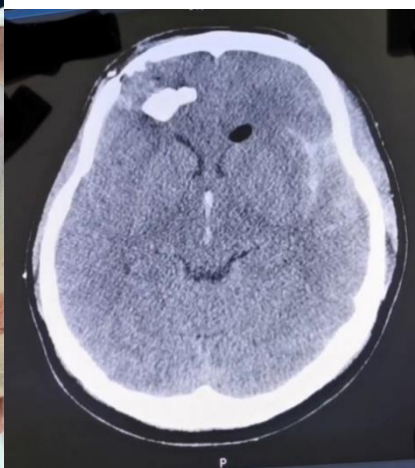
А. Вхідний отвір кульового поранення в правій скроневій ділянці, мозковий детрит пролабує через рановий канал. Б, В. КТ головного мозку, аксіальна проекція, до ПХО. Кісткові уламки, гемотампонада шлуночкової системи. Наявність повітря по ходу ранового каналу. Наявність кулі калібру 7,62 в лівій скронево – лобній ділянці.
